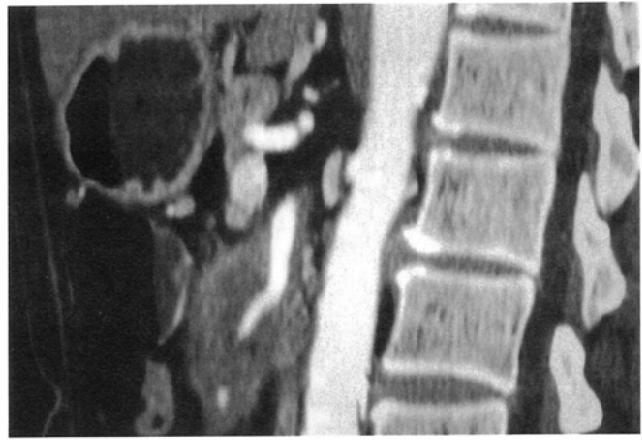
MPR coronal (A), sagittal (B) images and CTA (C) image in a patient with advanced pancreatic cancer.
